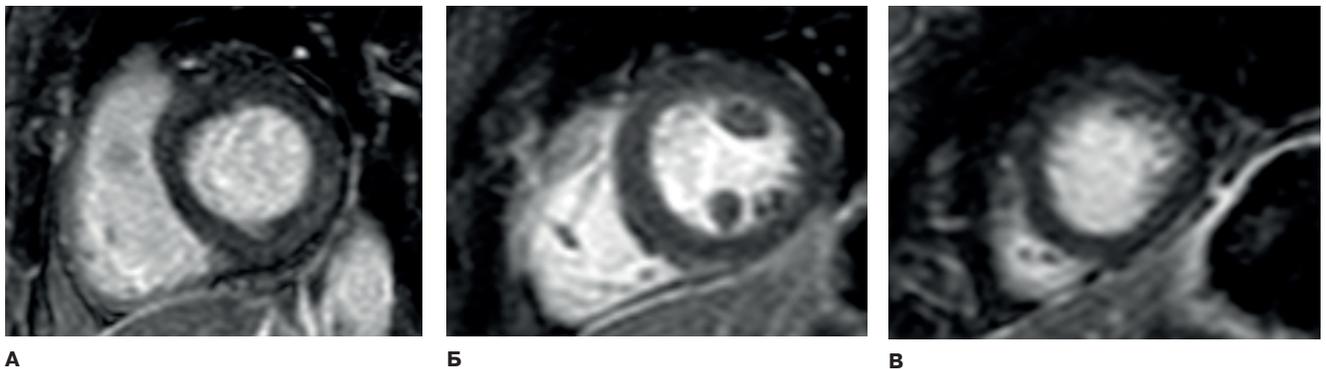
МРТ сердца с контрастированием гадолинием.
